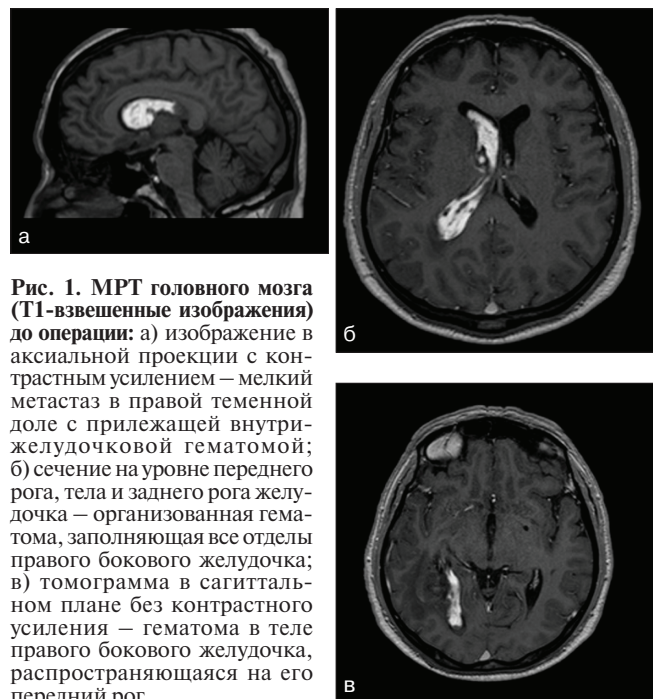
МРТ головного мозга (Т1-взвешенные изображения) до операции: а) изображение в аксиальной проекции с контрастным усилением — мелкий метастаз в правой теменной доле с прилежащей внутрижелудочковой гематомой; б) сечение на уровне переднего рога, тела и заднего рога желудочка — организованная гематома, заполняющая все отделы правого бокового желудочка; в) томограмма в сагиттальном плане без контрастного усиления — гематома в теле правого бокового желудочка, распространяющаяся на его передний рог
